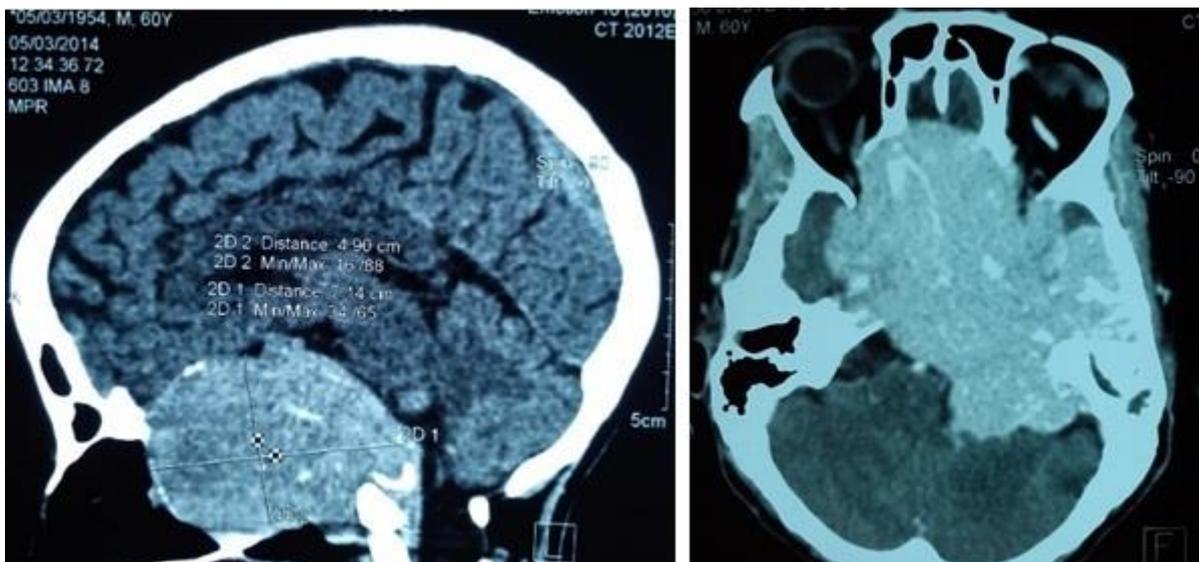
example of Group 3 preoperative brain CT scan; sagittal (left) and axial (right) view.
